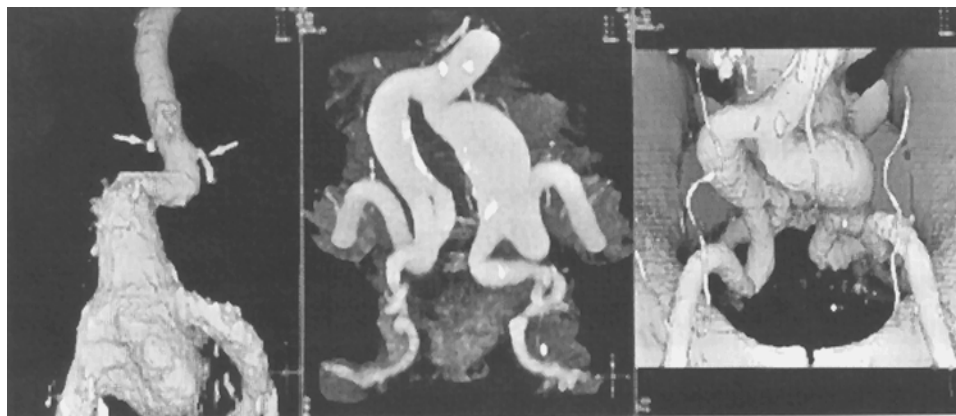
Tehnici de reconstrucție angiografică CT-volume rendering, MIP
